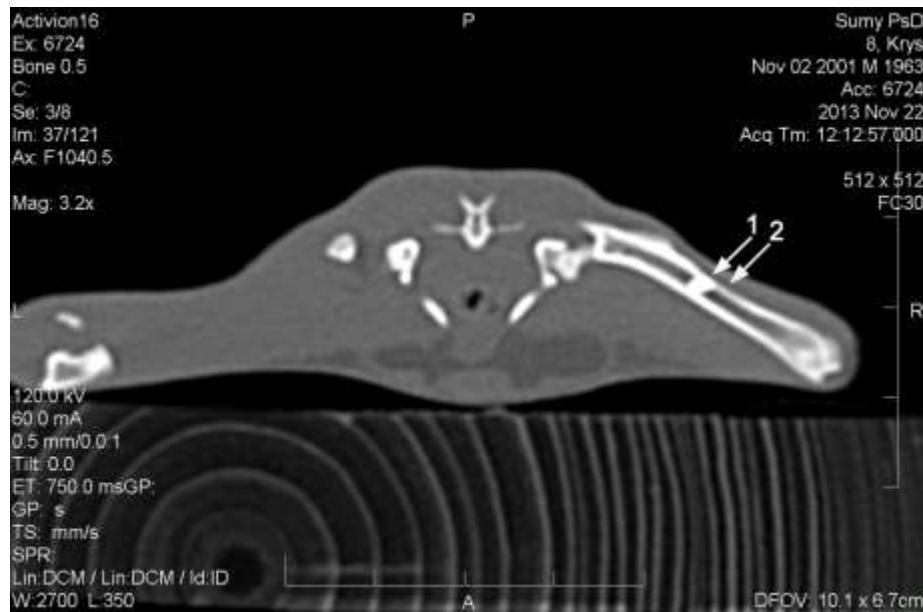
Комп'ютерна томограма стегнових кісток щура на 60-ту добу після імплантації ПГА-г. Дефект кортикального шару правої стегнової кістки з остеопластичним матеріалом (1). Прилегла до ділянки імплантації дистальна частина материнської кістки з ознаками рарефікації (2).
